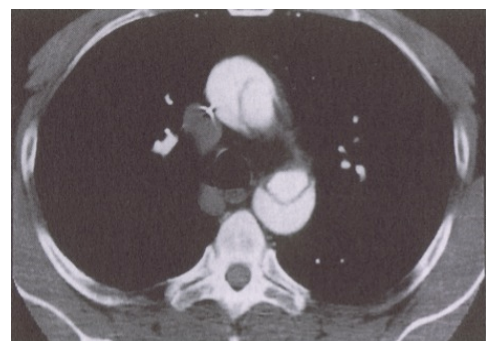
Aneurysma dissecans Typ A nach Stanford-Klassifikation in der CT nach Kontrastmittelinjektion.
